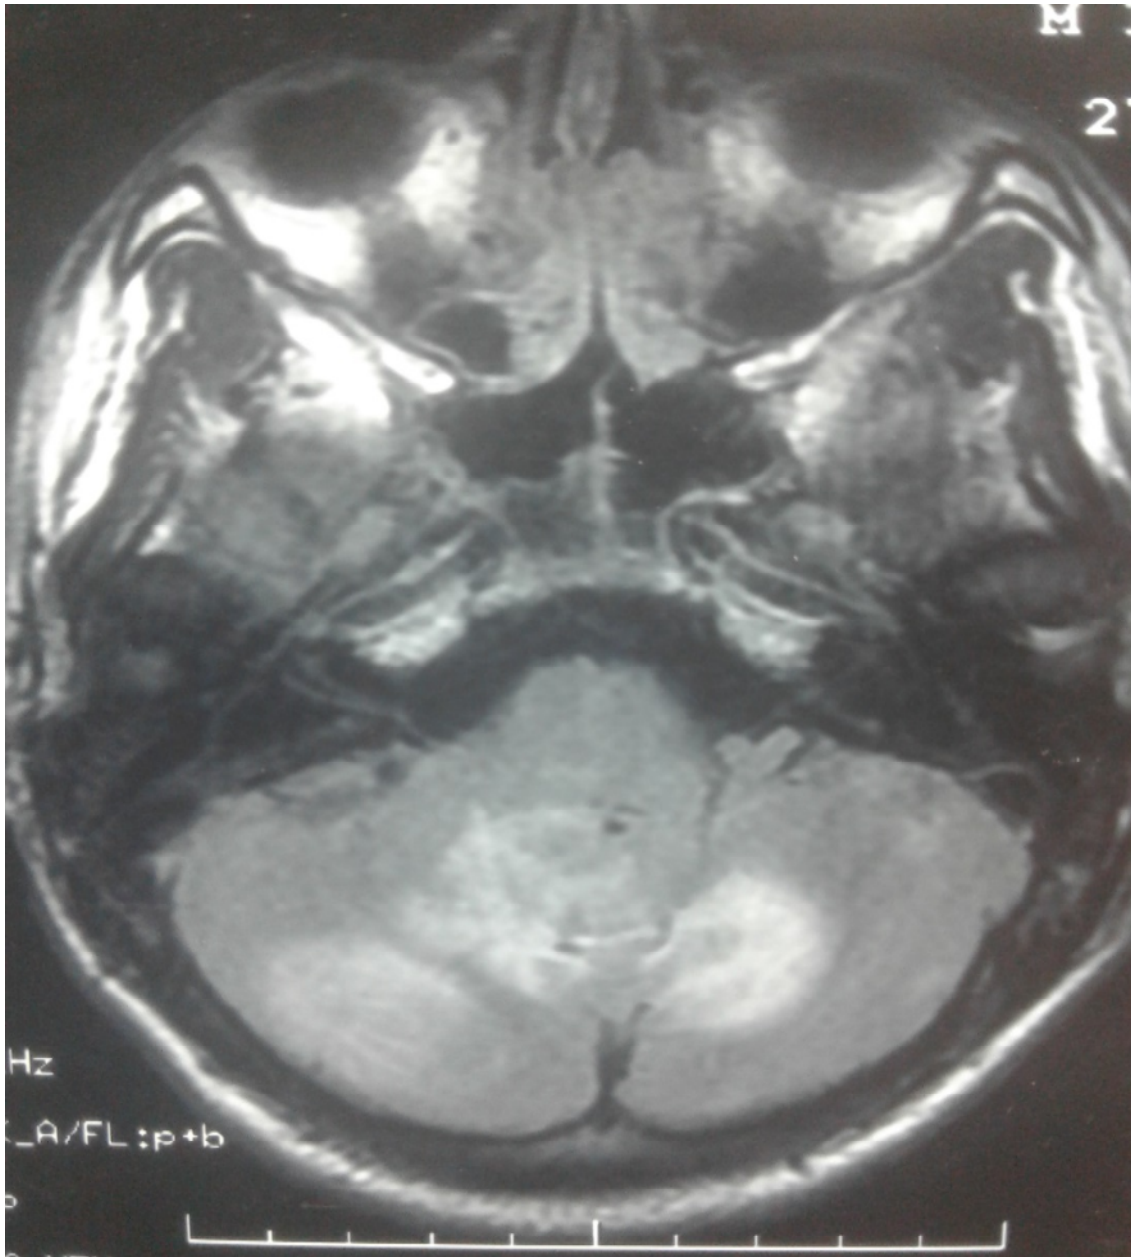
Figure n<sup>o</sup> 4: IRM cérébrale d'un patient de 35 ans montrant une lésion cérébelleuse droite intra parenchymateuse en hyposignal T2, entourée d'une couronne en hypersignal T2, faisant évoquer en premier une toxoplasmose.
